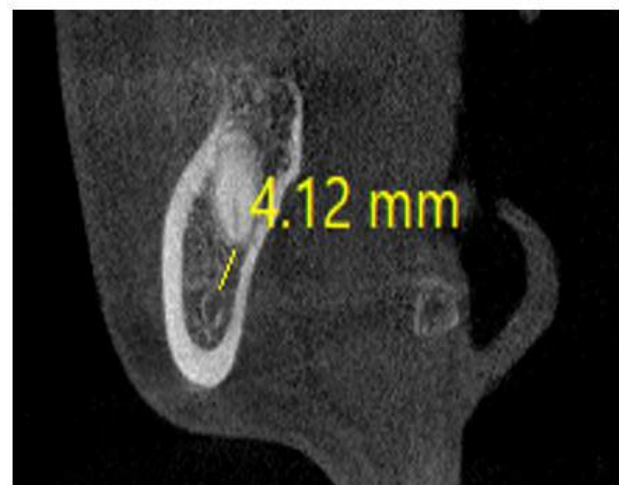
The distance between the distal root apex of tooth 47 and the upper border of the mandibular canal in the coronal section CBCT image.
